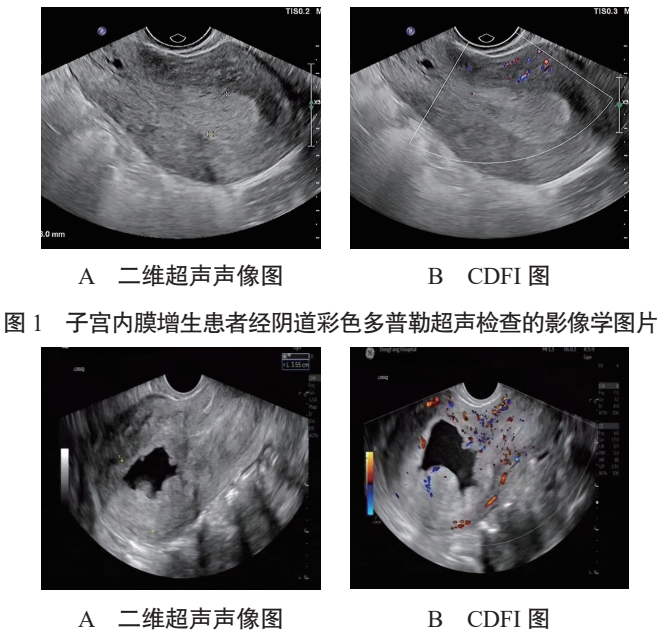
子宫内膜增生患者经阴道彩色多普勒超声检查的影像学图片
